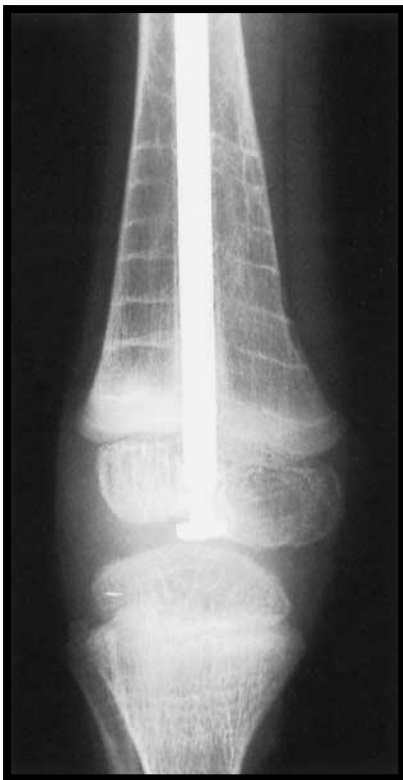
Radiografía anteroposterior mostrando bandas escleróticas en la metáfisis del fémur distal en un niño de 8 años de edad con OI. Este niño recibió siete ciclos de tratamiento uniformemente.
